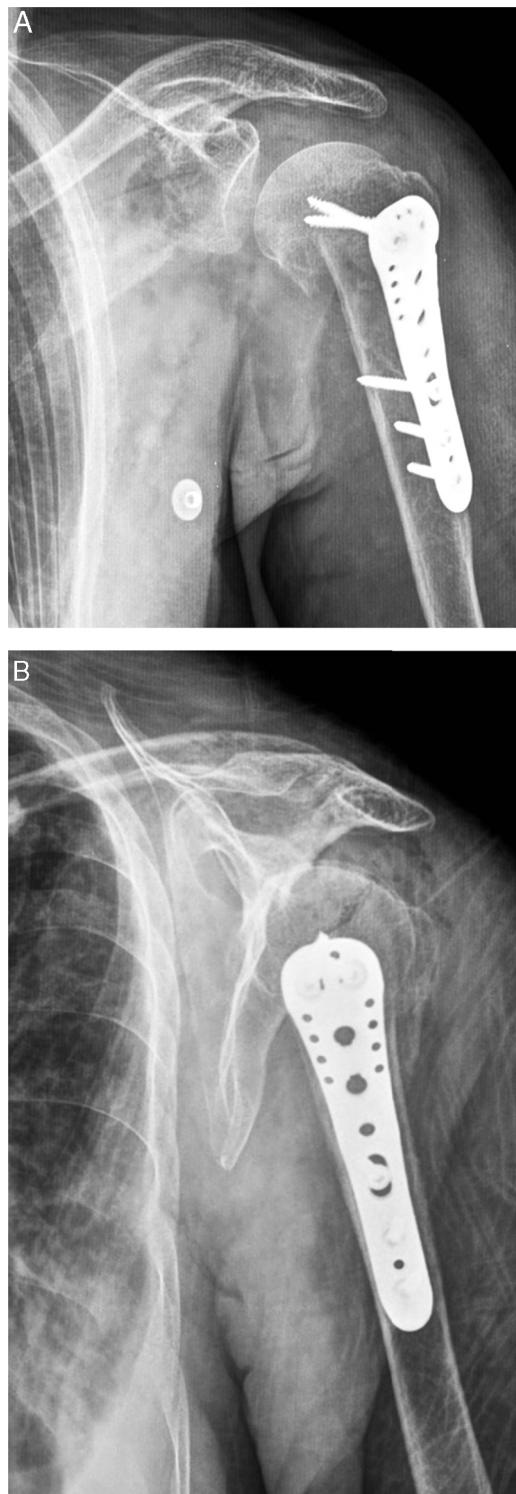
A) Radiografía anteroposterior de hombro izquierdo en el postoperatorio inmediato. B) Radiografía escapulohumeral de hombro izquierdo en el postoperatorio inmediato.
